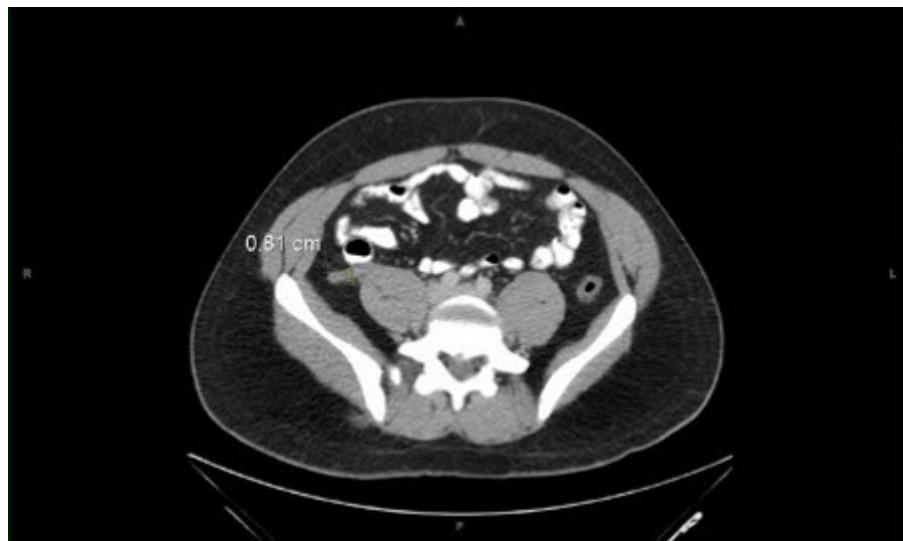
Apêndice: tomografia computadorizada (TC) abdominal mostrando apêndice com espessamento
